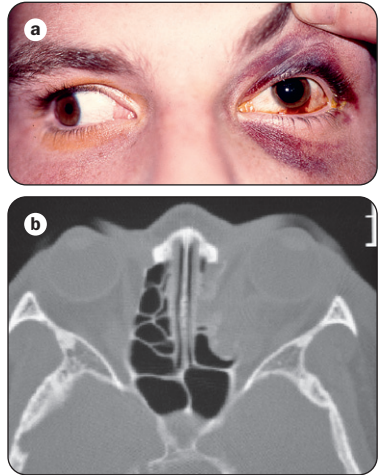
(a) Déficit de l'adduction à gauche; (b) TDM en coupe axiale montrant la fracture
